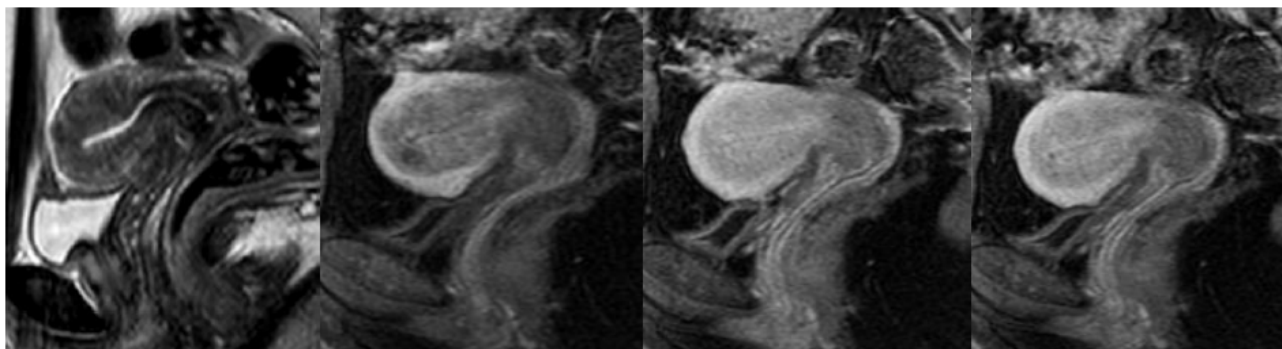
Sagital T2 de RM pélvica (primeira imagem da esquerda) e estudo dinâmico sagital após administração endovenosa de gadolínio em T1 sagital com saturação da gordura aos 30, 60 e 80 segundos (da segunda à quarta imagens, respectivamente), mostram a normal apresentação do corpo e colo do útero. Ao longo do estudo dinâmico, o miométrio apresenta-se hiperintenso, enquanto o endométrio e zona juncional, que se apresentam relativamente hipointensos aos 30 e 60 segundos, demonstrando realce progressivo ao longo do tempo. O endocolo realça rapidamente, enquanto o estroma cervical realça gradualmente.
